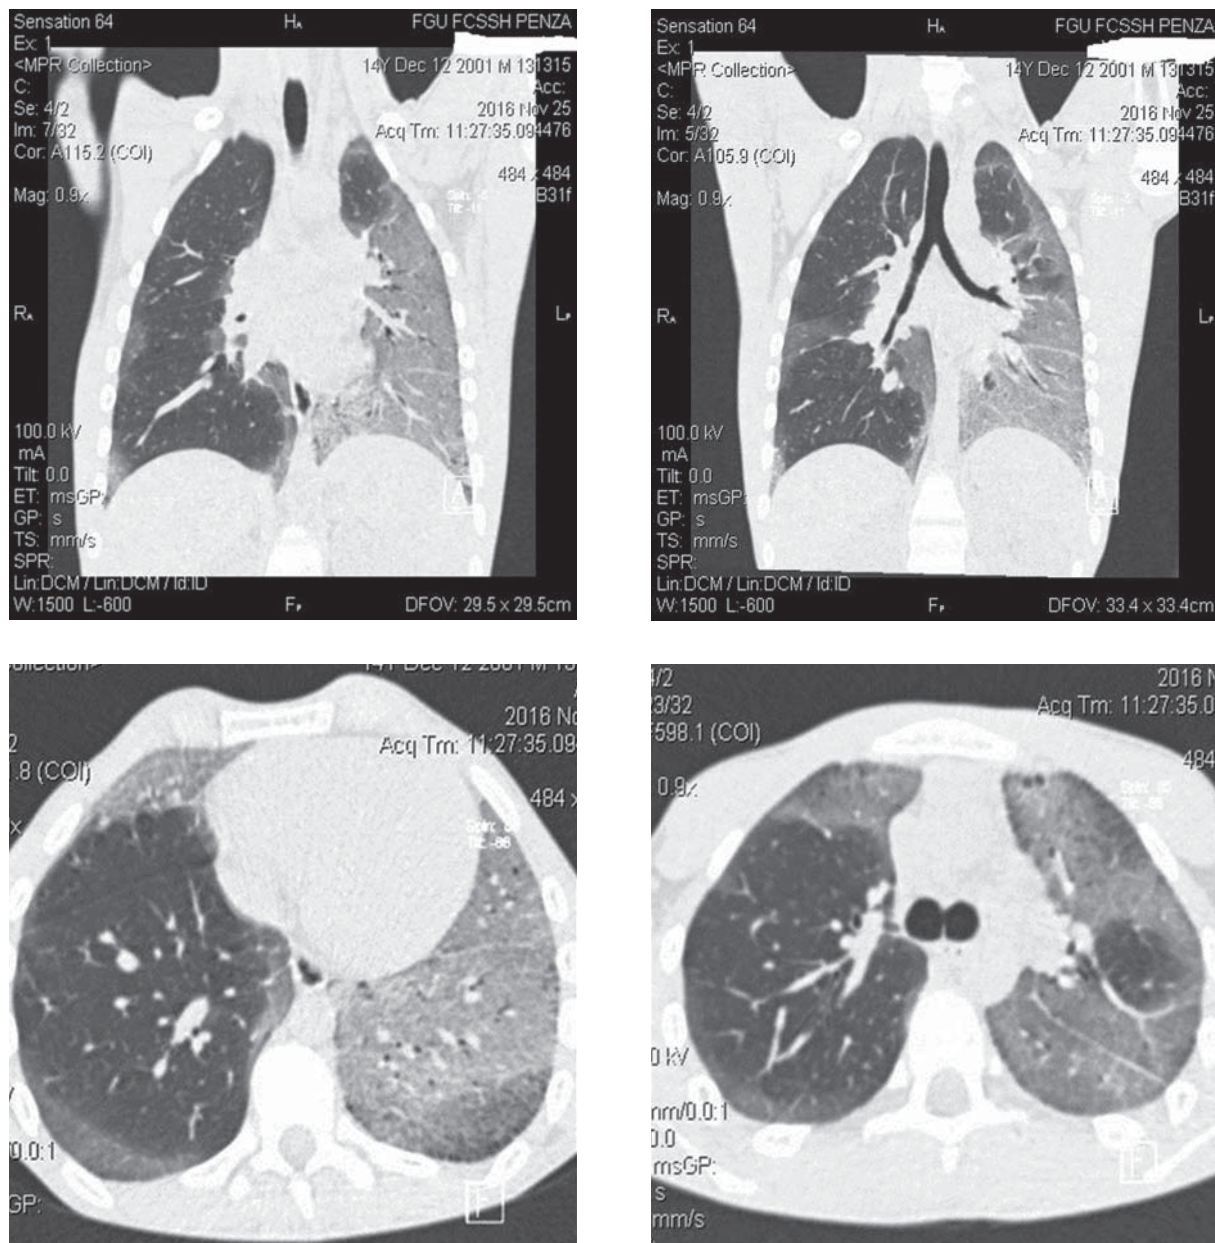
Компьютерная томография органов грудной клетки при поступлении
